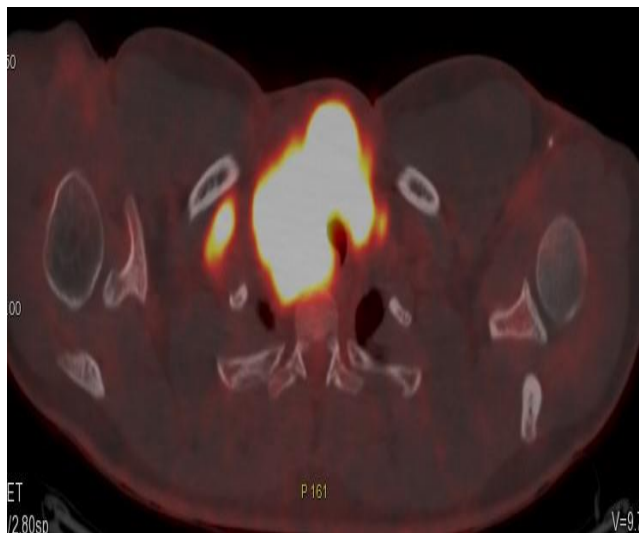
Pet-CT showing bulky hypermetabolic mass of the superior mediastinum with tracheal compression.
